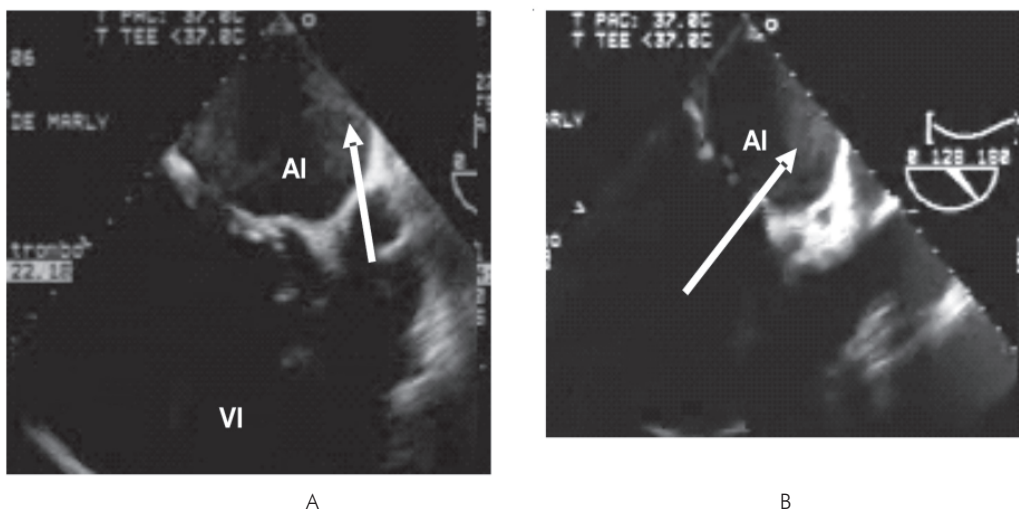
Ecocardiograma transefágico. Se observa contraste espontáneo (flechas), sin evidencia de trombo mural.
